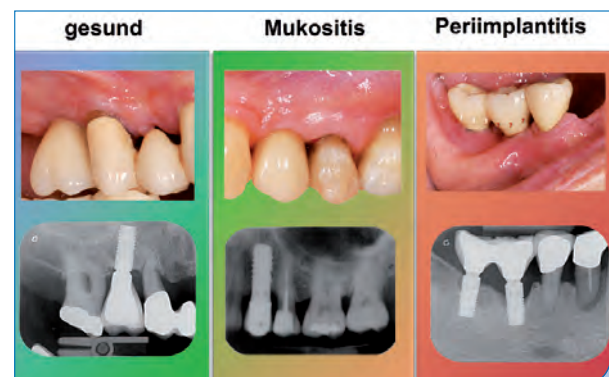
Unterschiedliche klinische und röntgenologische Erscheinungsformen der periimplantären Gewebe: Die periimplantäre Mukosa verrät dem Auge wenig über den Entzündungszustand.
